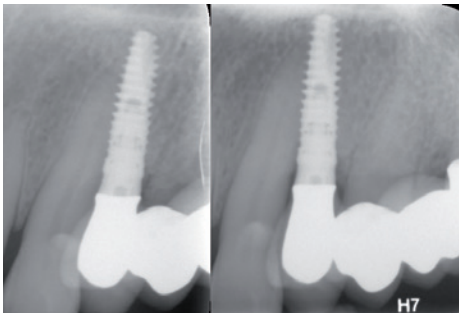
Röntgenkontrolle nach Eingliederung der Implantatkrone und beim Ein-Jahres-Recall
